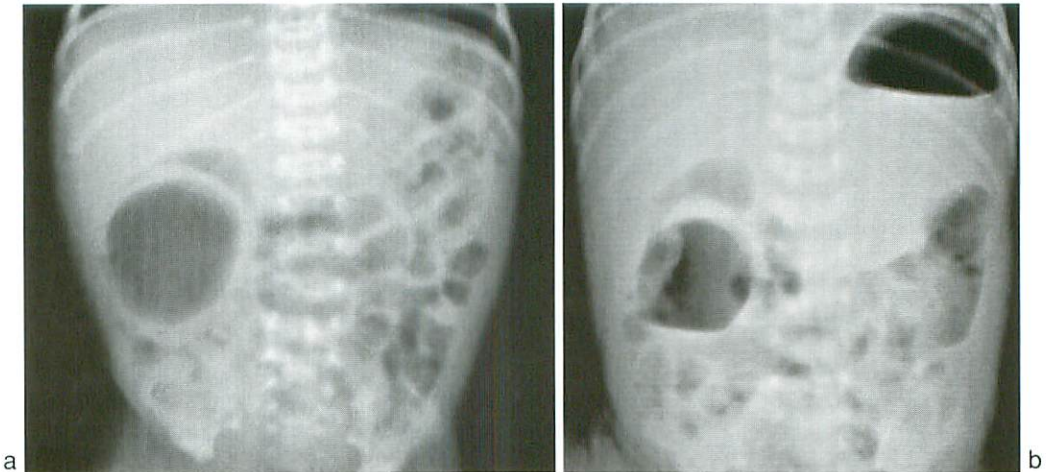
Abdominal X-ray on tenth day of life : a (supine position) shows oval-shaped air in right abdomen and b (up right position) demonstrates air-fluid level appearance in the same region.
